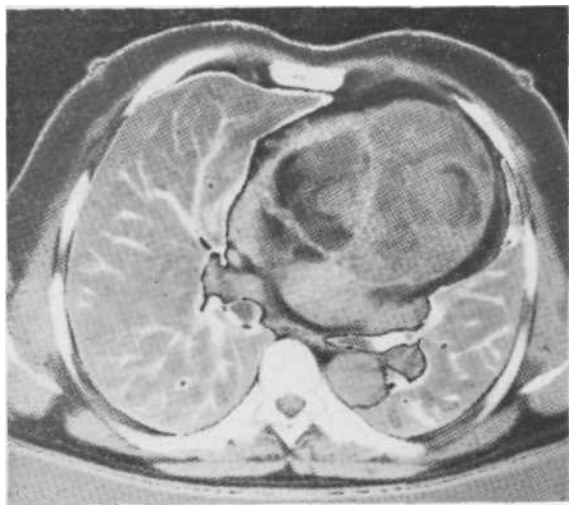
Компьютерная томограмма. Смешанная опухоль переднего средостения, придающая срединной тени пестрый вид.
